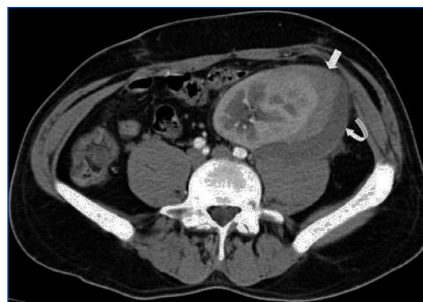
Tomografía computarizada del injerto que muestra una colección perirrenal del injerto compatible con hematoma (flechas gruesas).
